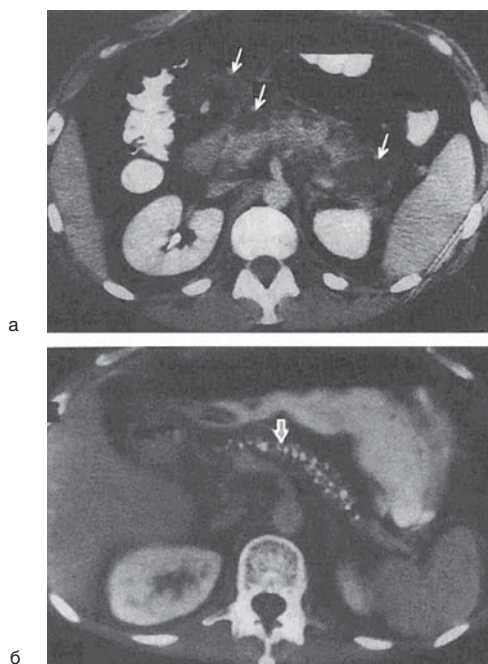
КТ: а — острый панкреатит (стрелками указаны скопления жидкости в окружающих тканях); б — хронический панкреатит (стрелкой указаны множественные кальцинаты в поджелудочной железе)
